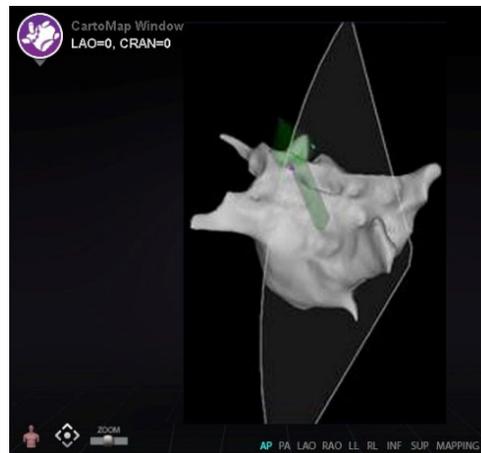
Éventail d'échographie sur la fenêtre CARTO
